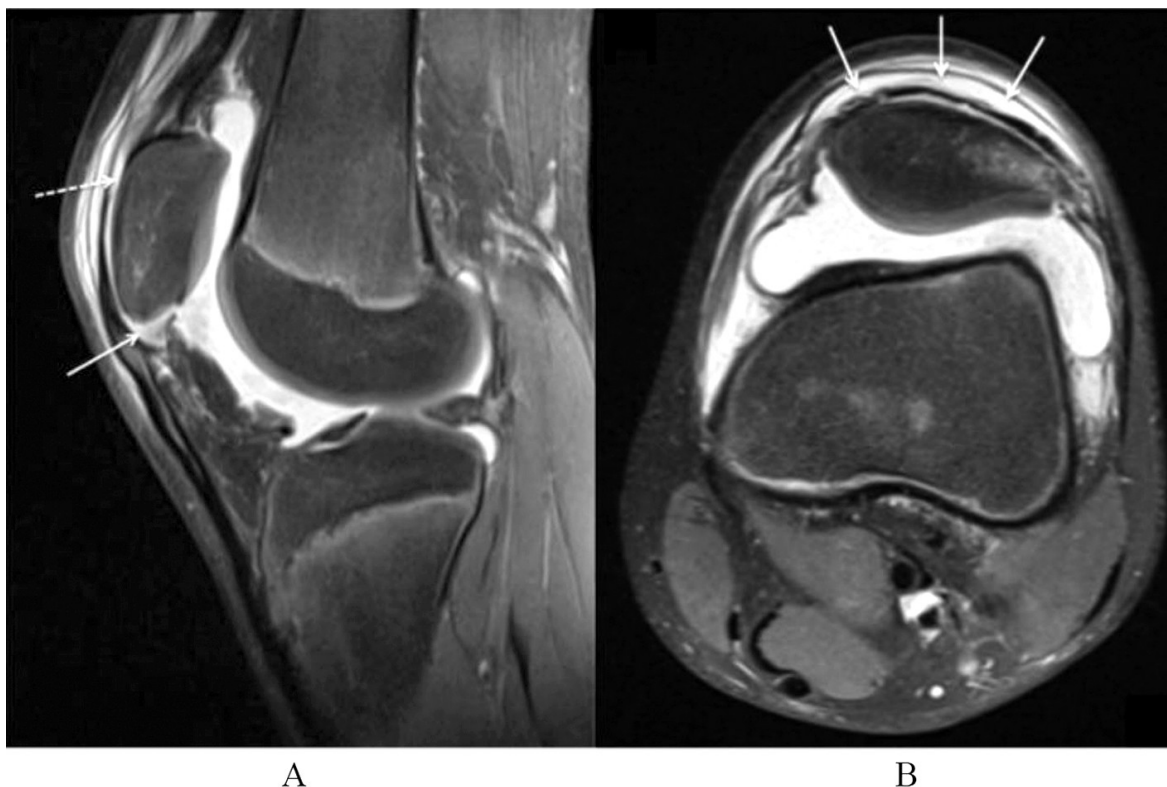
МРТ коленного сустава. А – Сагиттальный срез: авульсия нижнего полюса надколенника (сплошная стрелка), отслойка сухожильного растяжения надколенника содержимым полости пателлофemorального сустава (синовialной жидкостью и кровью) (пунктирная стрелка); В – Аксиальный срез: авульсия наружного края надколенника, гемартроз
